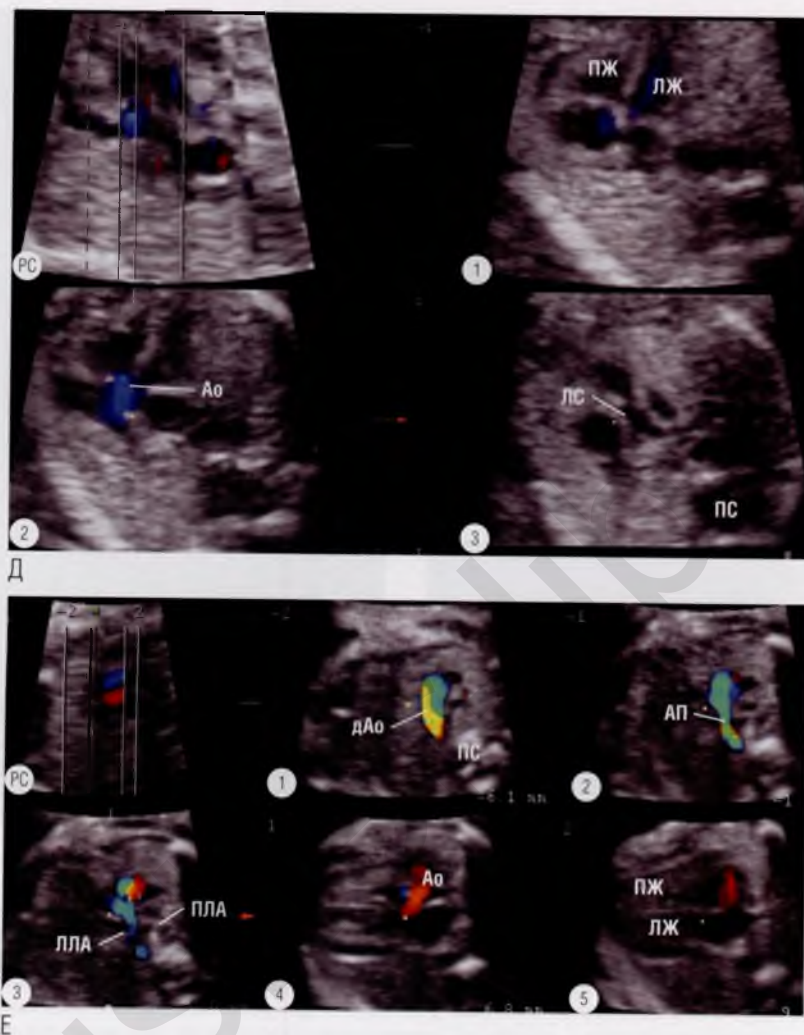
продолжение (Д) Серия из трех параллельных томографических ультразвуковых срезов сердца плода с тетрадой Фалло. Как и следовало ожидать, на изображении в четырехкамерной позиции ① патология не выявляется. На срезе через выводной тракт левого желудочка выявляется дэкстропозиция аорты, которая располагается над дефектом межжелудочковой перегородки ②. Гипоплазированный легочный ствол ③ перекрещивается с восходящим отделом аорты. Обратите внимание на несоответствие диаметров магистральных сосудов: диаметр аорты больше диаметра легочного ствола, что во всех случаях является патологией. (Е) Серия из пяти параллельных томографических ультразвуковых срезов из заданного «сердечного объема» плода с классической формой тетрады Фалло. Изображение в четырехкамерной позиции ③ близко к нормальному, хотя верхушка сердца немного обращена влево. Аорта расположена над дефектом межжелудочковой перегородки ④. Легочный ствол имеет диаметр меньше нормы ③. Диаметр артериального протока (АП) также меньше диаметра дуги аорты (дAo) ①. На ③ определяются сообщающиеся между собой гипоплазированные легочные артерии, наполнение кровью которых происходит из правого желудочка. ▶
